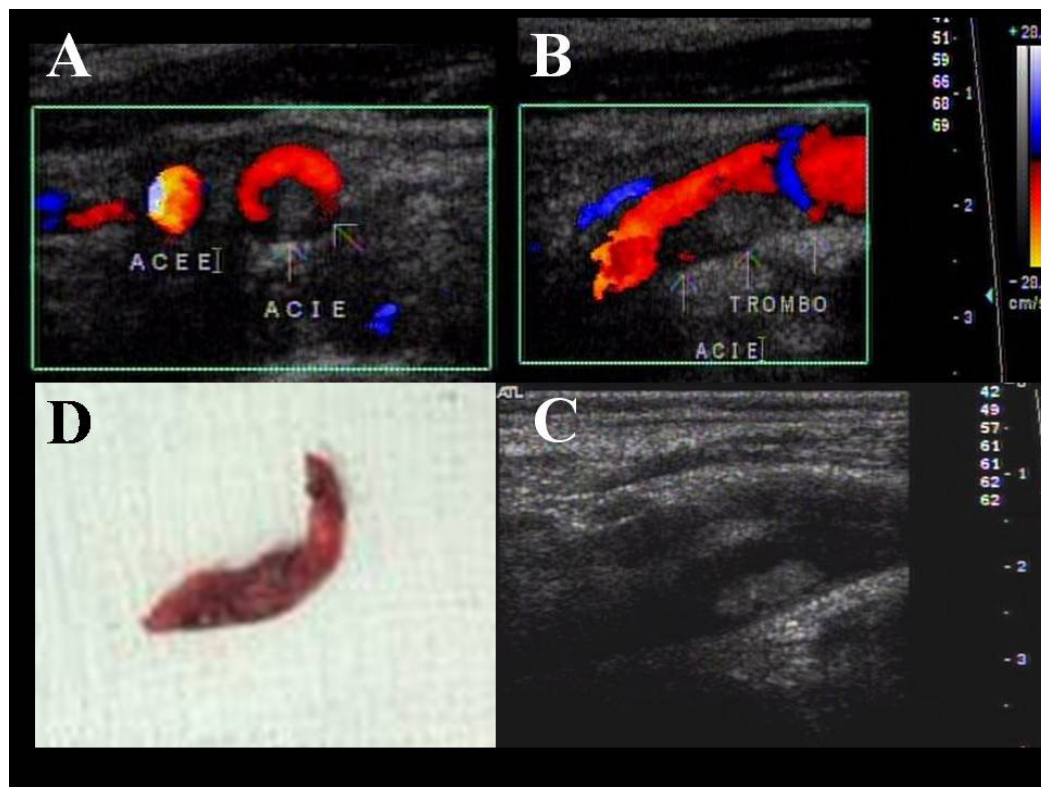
Ultrassonografia Vascular das artérias carótidas esquerdas, focalizando a artéria carotida interna (ACIE) A: Imagem em corte US transverso com Doppler colorido; B: Imagem em corte US longitudinal com Doppler colorido; C: Imagem (Modo B) em corte US longitudinal; D) Trombo/êmbolo retirado durante a tromboendarterectomia carotídea. ACIE/ACEE: Artéria Carótida Interna/Externa Esquerda.
